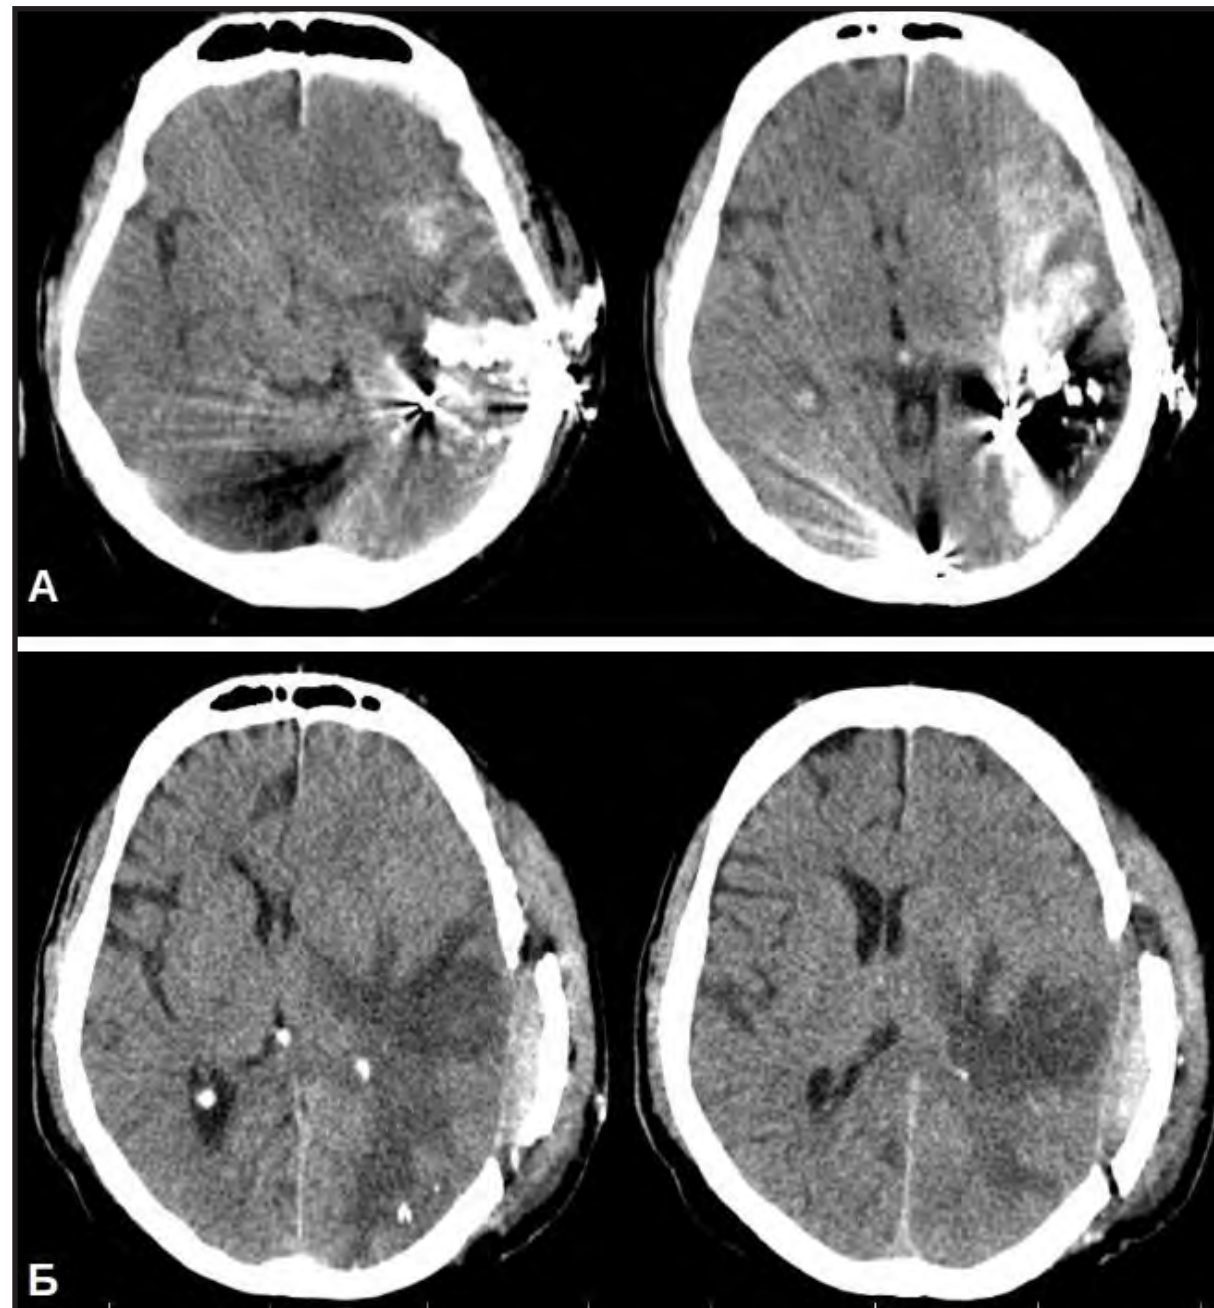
Пациент К., 37 л. Слепое огнестрельное ранение дробью в левую височную область. А - КТ до операции: видны костные и металлические фрагменты в левом полушарии головного мозга. Б - контрольная КТ на 5-е сутки после оперативного вмешательства: значительная часть инородных тел удалена, сохраняется умеренный отёк левой гемисферы головного мозга.
